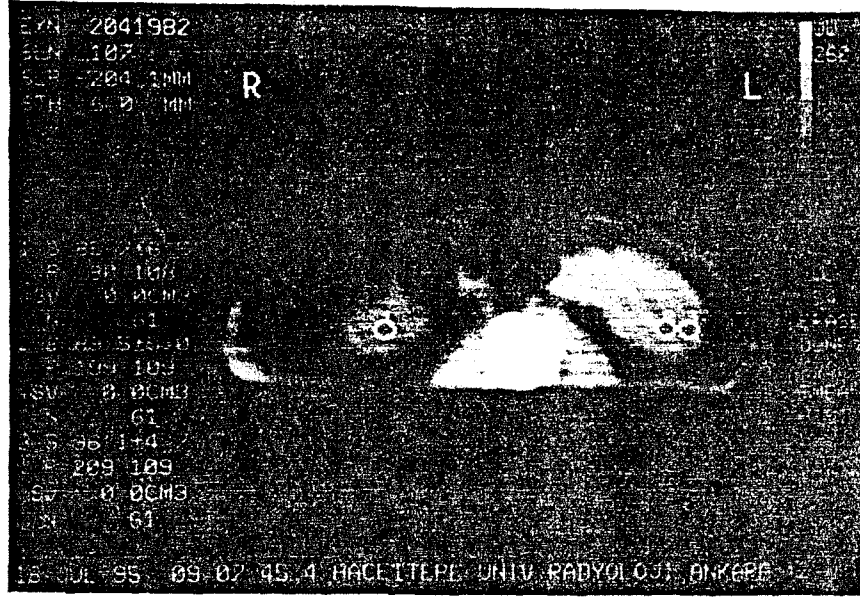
E₂ Lipozomunun Enjeksiyonundan Sonra Böbrek CT Görüntüsü
